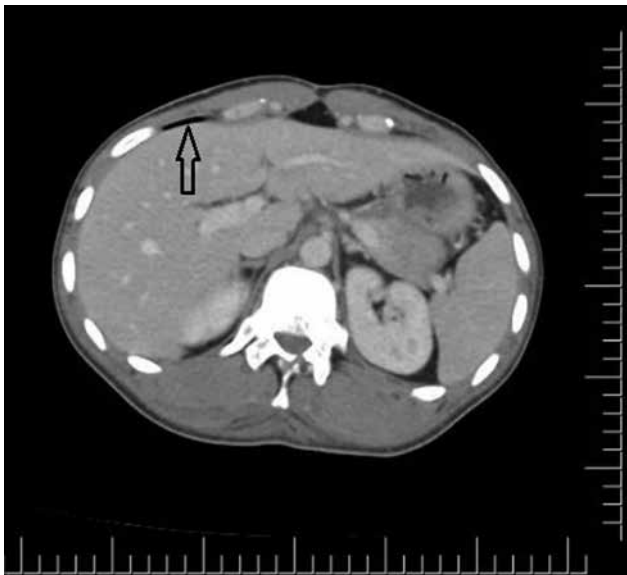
Transverse scan of CT showing (arrow shows the free air anterior of the liver).
